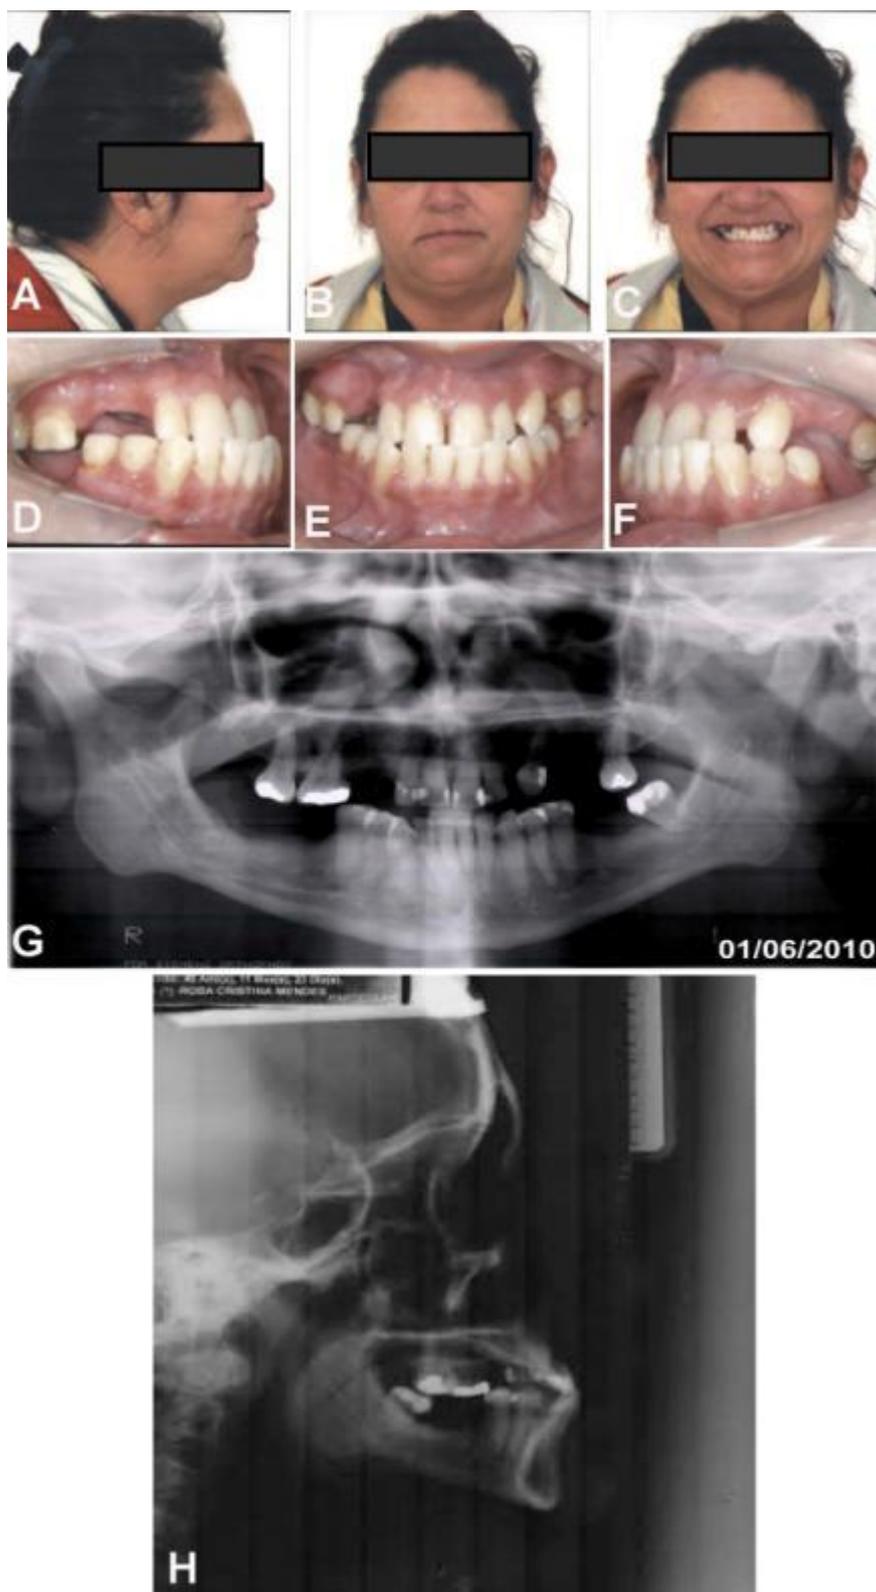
Fotos clínicas extraorais (A, B e C); intraorais (D, E e F), radiografia panorâmica inicial (G) e teleradiografia (H) da pacientes E. S.
